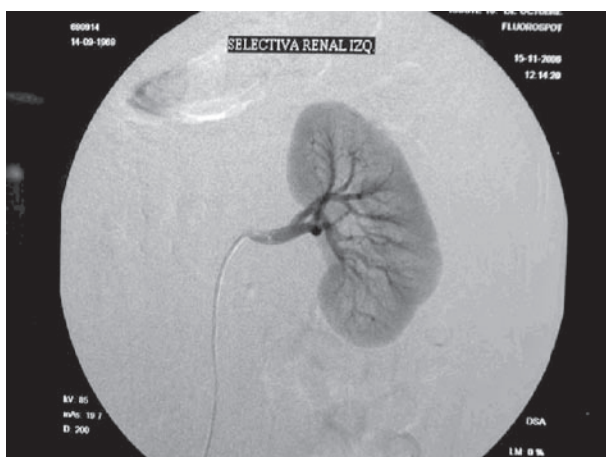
Arteriografía y arteriotomografía en el mismo paciente.
